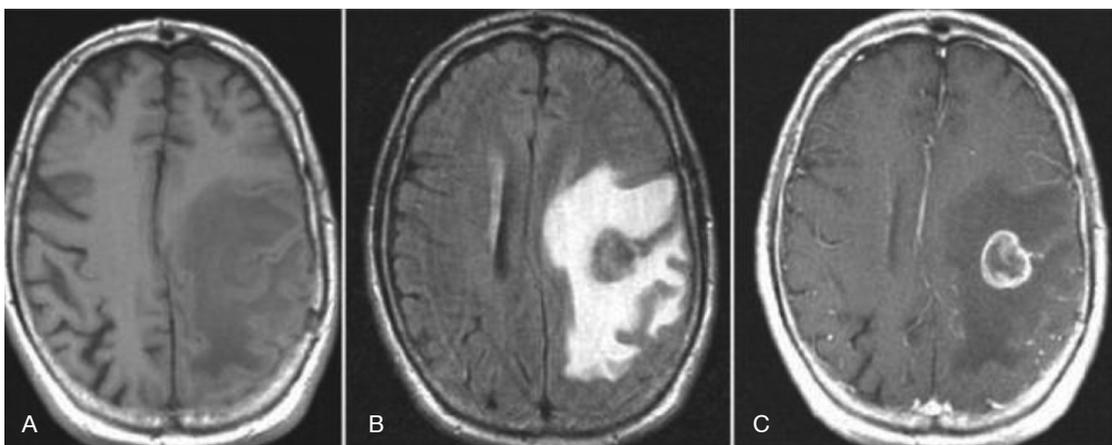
A. Resonancia magnética sin contraste; B. Modo *flair*. C. Presencia de contraste para favorecer la identificación y la delimitación de la metástasis. Imagen obtenida de American Cancer Society: *Cancer facts and figures*. 2005.
